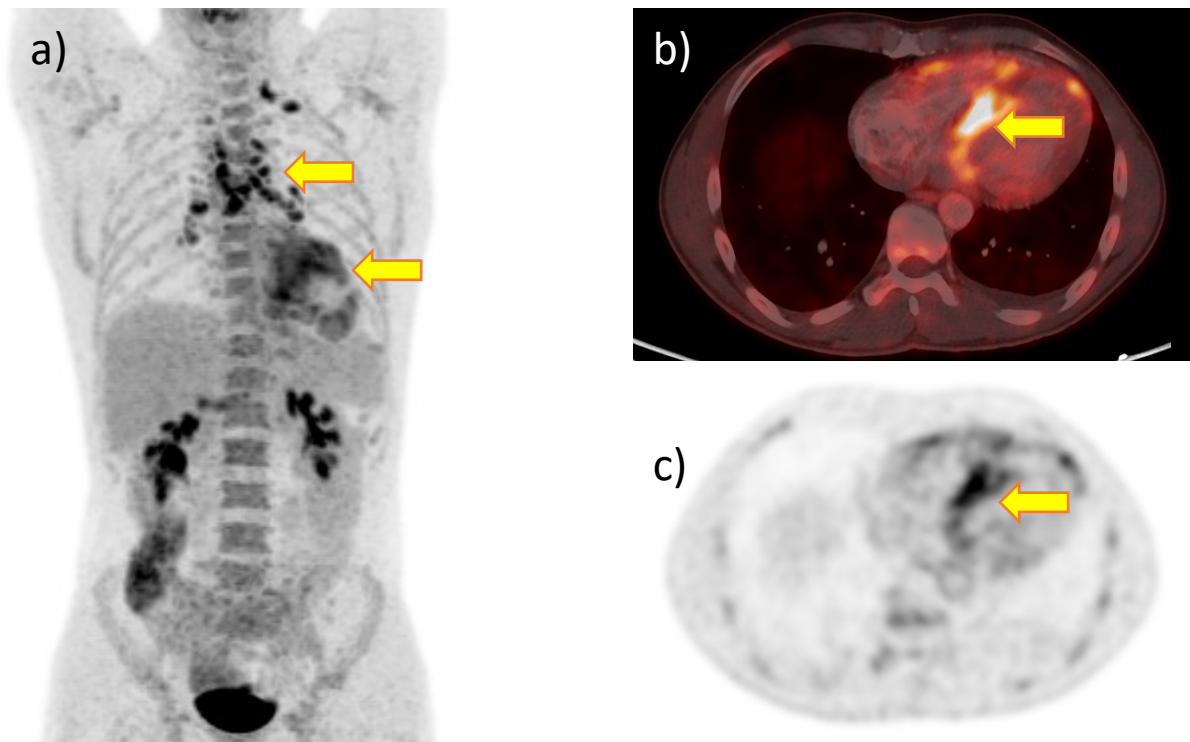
Infekční endokarditida elektrody implantabilního defibrilátoru: fokální hyperaktivita v oblasti průběhu elektrody (šipky). a) MIP, b) axiální fúze PET/CT, c) CT.
